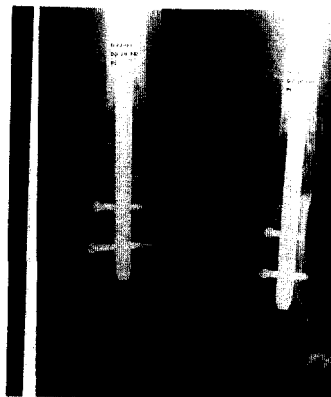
Postoperative x-ray film after fixation with IM nailing with bone graft.
